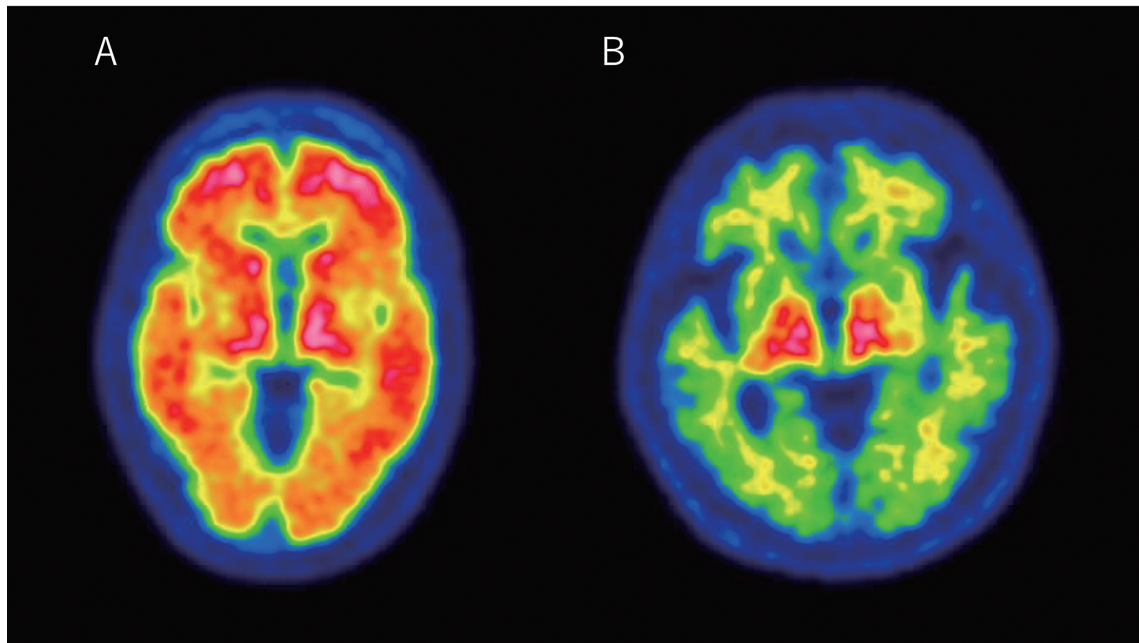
アミロイドPET画像における陽性例，陰性例
